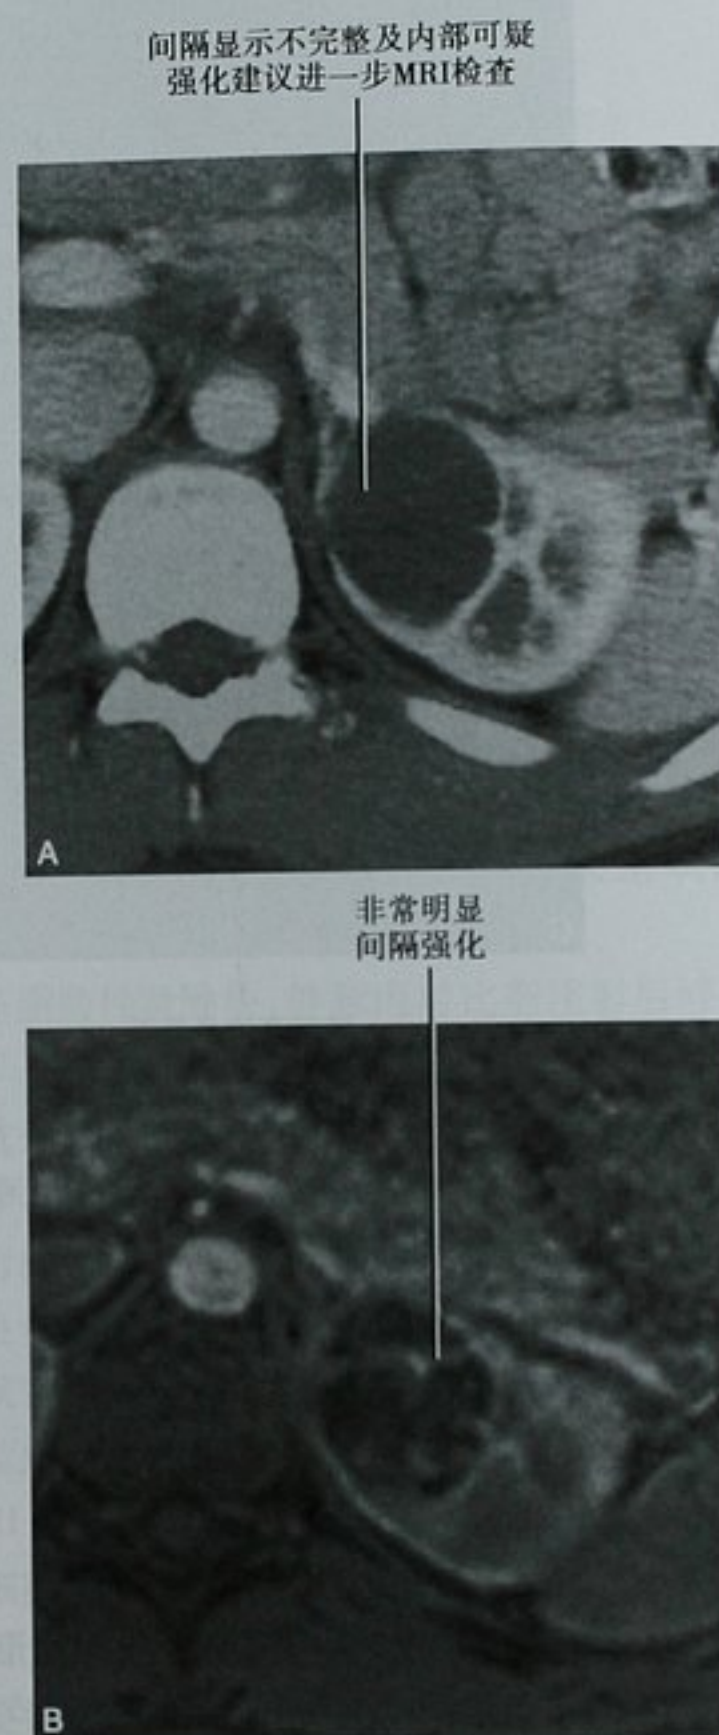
MRI 减影图像在检出间隔强化中的价值。A. CT 皮髓质期左肾横断位图像显示可疑浅淡的密度异常,建议进一步 MRI 检查;B. 减影的增强 T1WI 显示了病变内明显的强化,手术切除为囊性肾细胞癌
